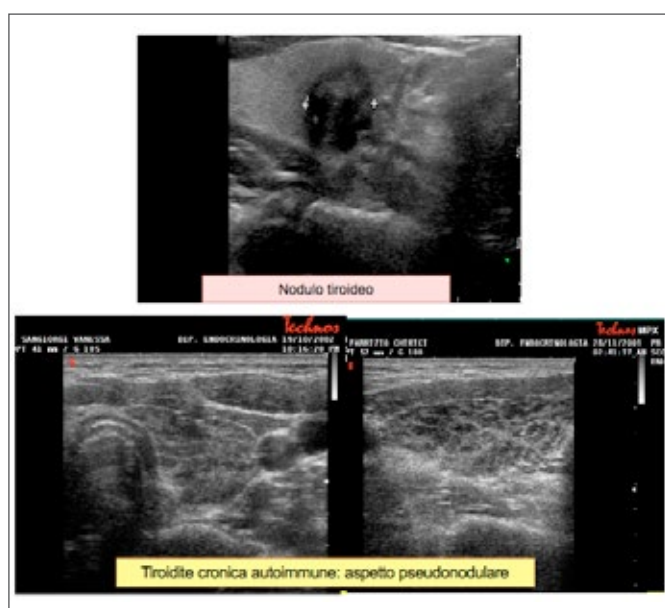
L'ecografia tiroidea è discriminante per definire le tipologie di noduli tiroidei.
